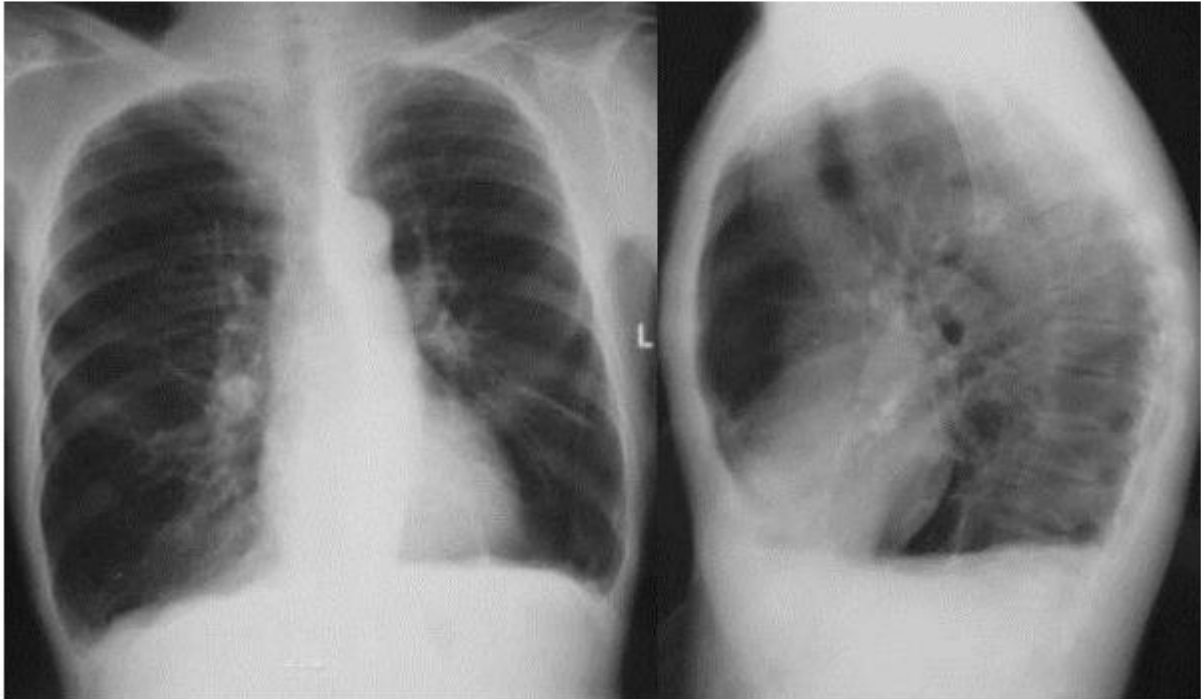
Radiographie thoracique de face et profil montrant des signes de distension thoracique et de destruction parenchymateuse.
